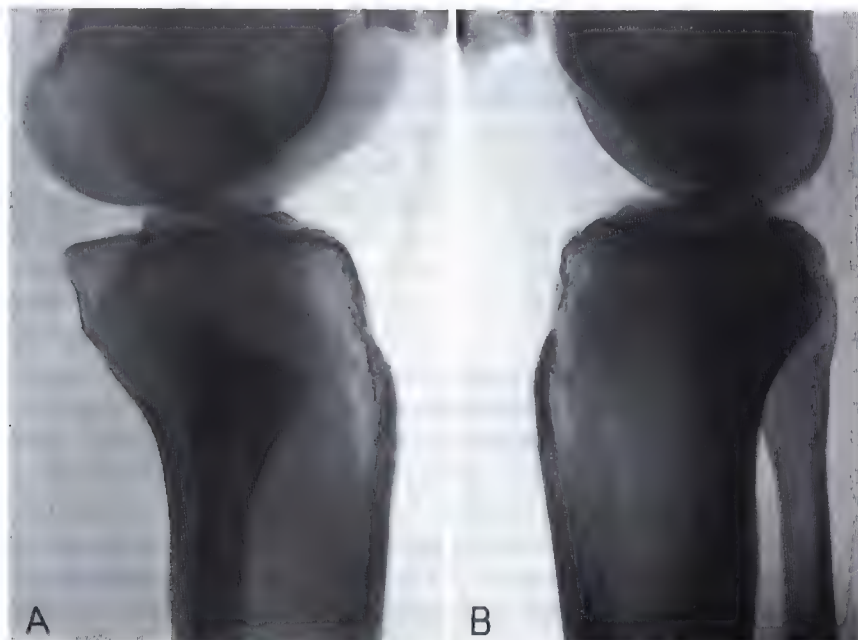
Radiographie de profil d'une luxation de la tête du péroné: A côté lésé, B côté sain.
